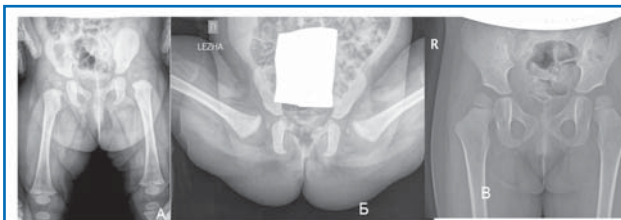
Рентгенограммы ТБС пациентки А.: исходно (а), через 7 дней после начала лечения с помощью стремян Павлика (б), через 1 год (в).
